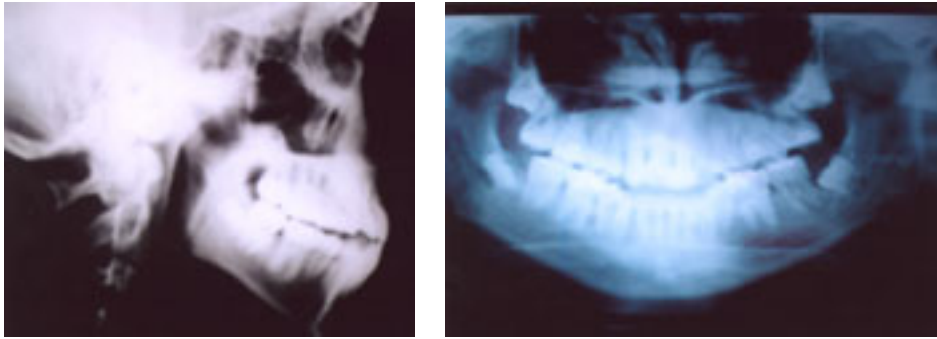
Radiografías lateral y panorámica de terminado.
